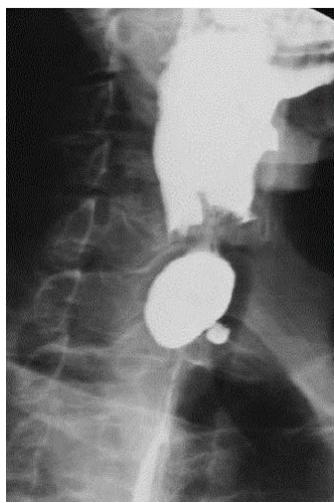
Divertículo de Zenker. Radiografía de torax.
